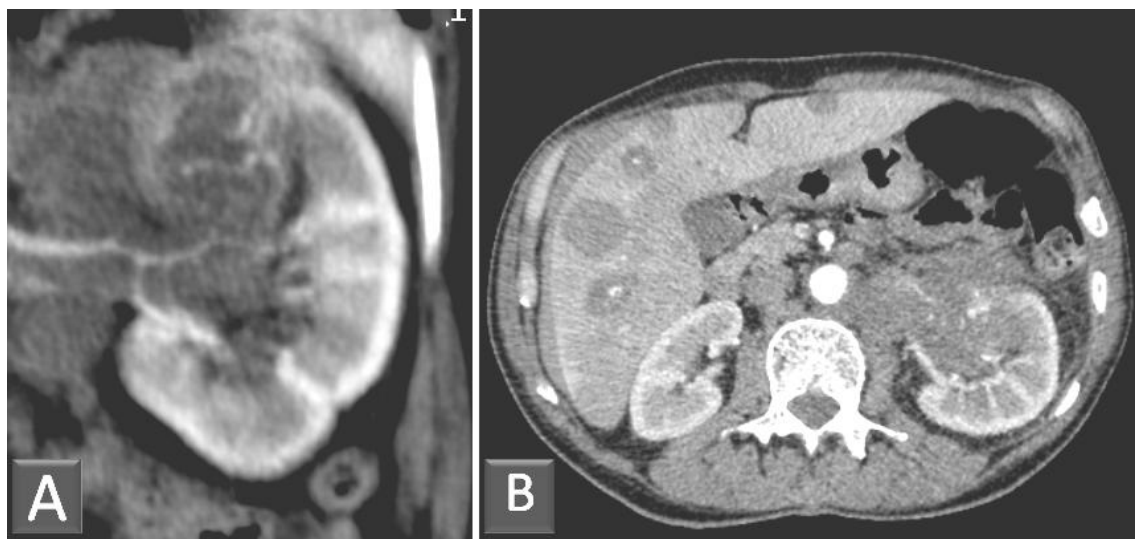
Reconstitutions coronales en MIP (A) montrant l'artère prépyélique à cathétériser. B : coupe axiale en TDM au temps artériel montrant l'envahissement vasculaire et des cavités excrétrices de la tumeur du pôle supérieur du rein gauche.
